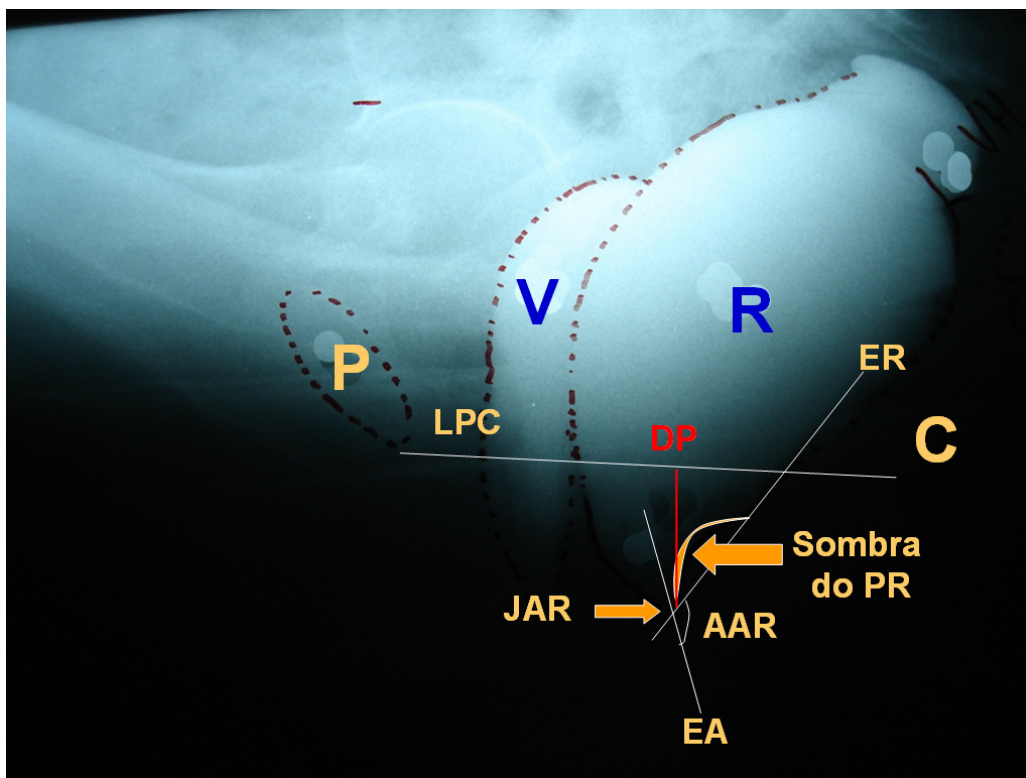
Filme estático de cinedefecografia com as marcações em repouso.
